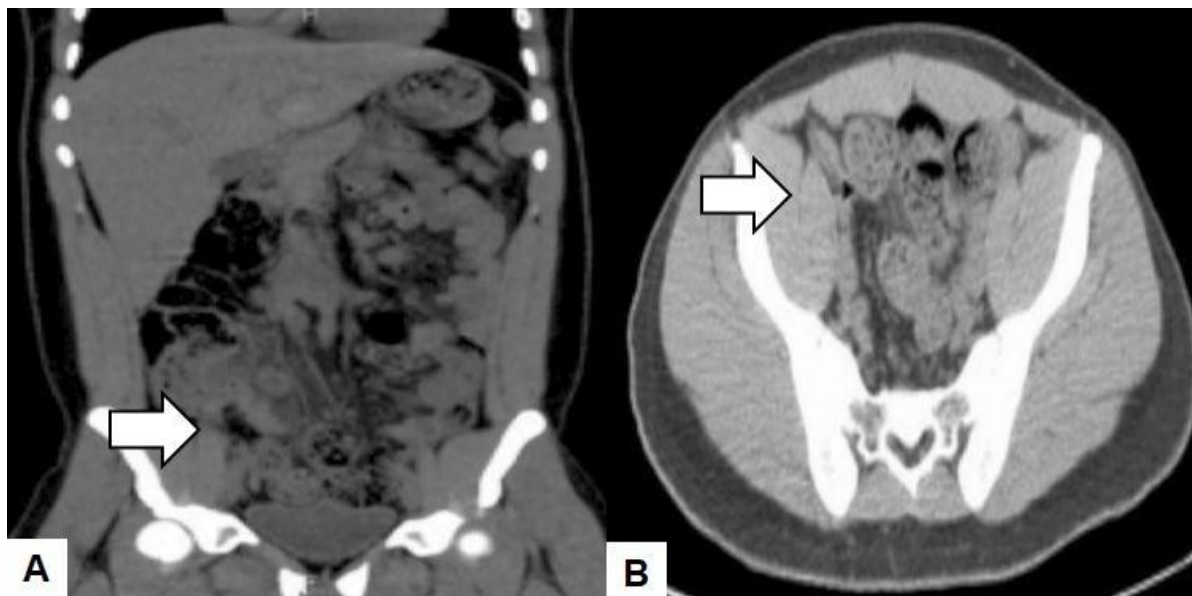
Imagen de tomografía axial computarizada A) coronal y B) axial. La flecha señala la apendicitis del muñón dilatada con paredes engrosadas y cambios inflamatorios.
